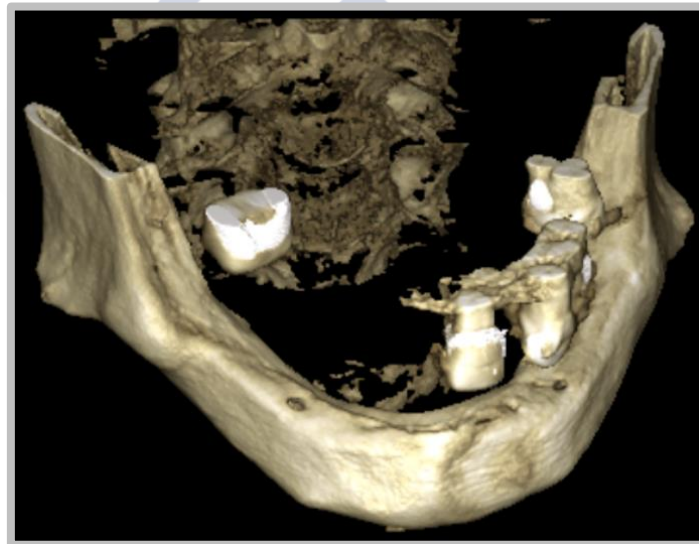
Reabsorción ósea avanzada con forámenes mentonianos a nivel de la cresta ósea en una reconstrucción 3D obtenida mediante tomografía computarizada de haz cónico.
